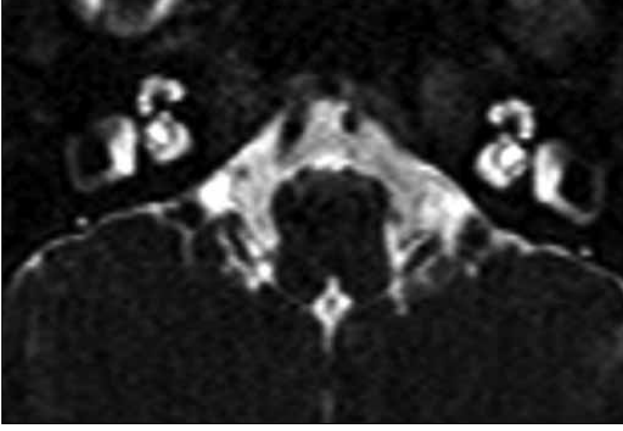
MRG T2AG'de SPKS içinde anterior yerleşimli facial ve koklear sinir, posterior yerleşimli sup. ve inf. vestibüler sinir, sinir demetinin arkasında serebellar flokullus görülmektedir.
